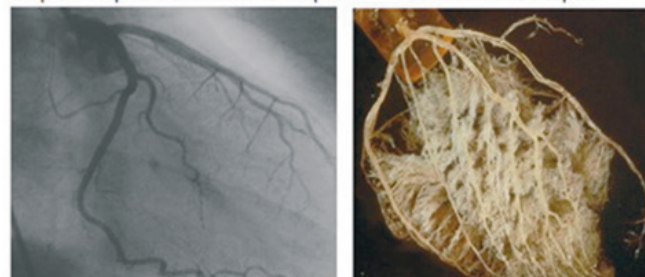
Сравнение разрешающей способности диагностики при селективной КАГ и позитронно-эмиссионной КТ-ангиографии.
